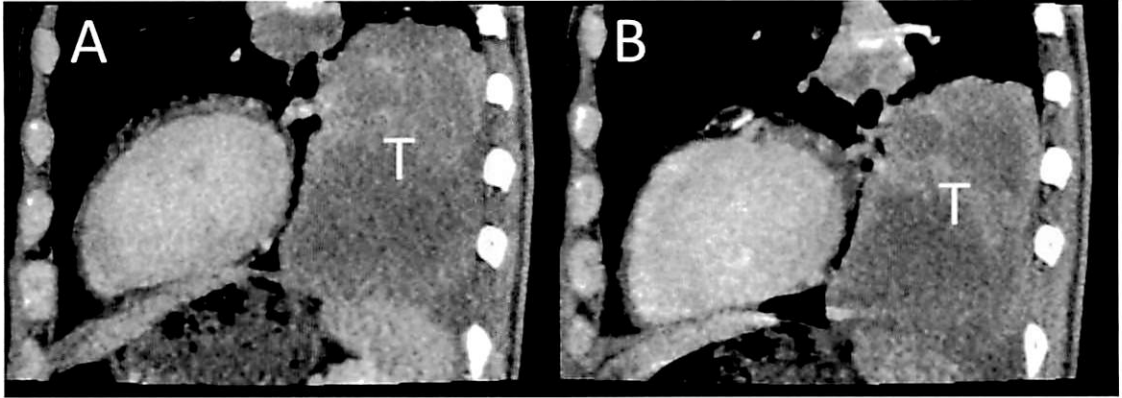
320列 area detector CTによる呼吸動態評価
